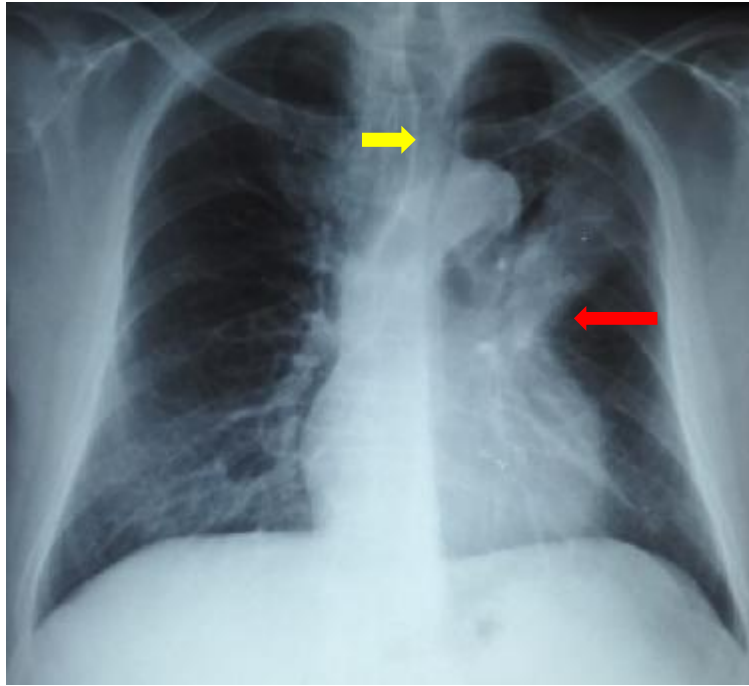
[50] :Radiographie thoracique : atélectasie de la lingula (flèche rouge) avec attraction de la trachée en son sens (flèche jaune)
